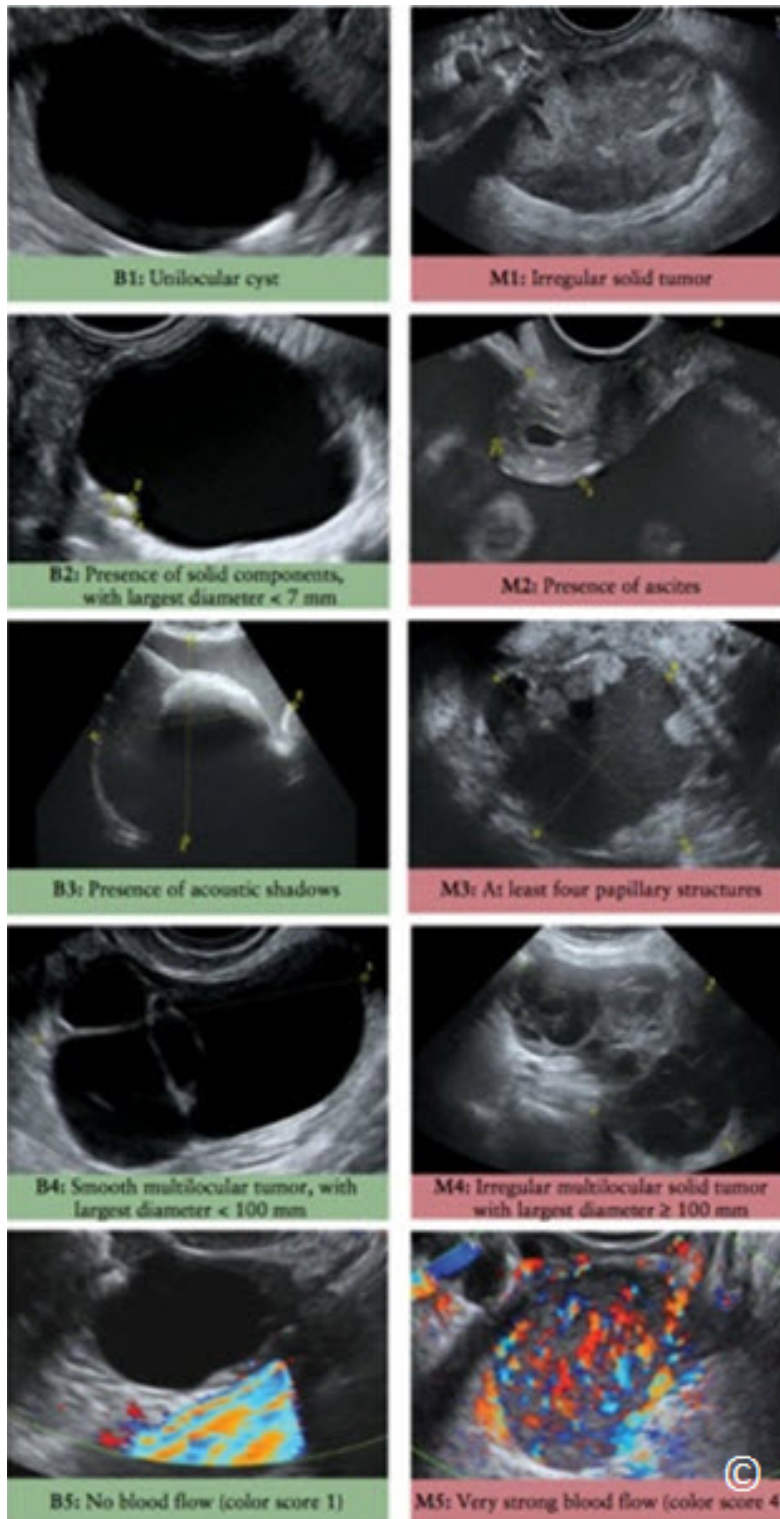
Características del ultrasonido utilizadas en el Análisis Internacional de Tumores de Ovario (IOTA), y están ilustradas en las imágenes de ultrasonido. De la B1-B5 son características benignas; de la M1-M5, son características malignas. Reproducido con permiso de la referencia 8.
